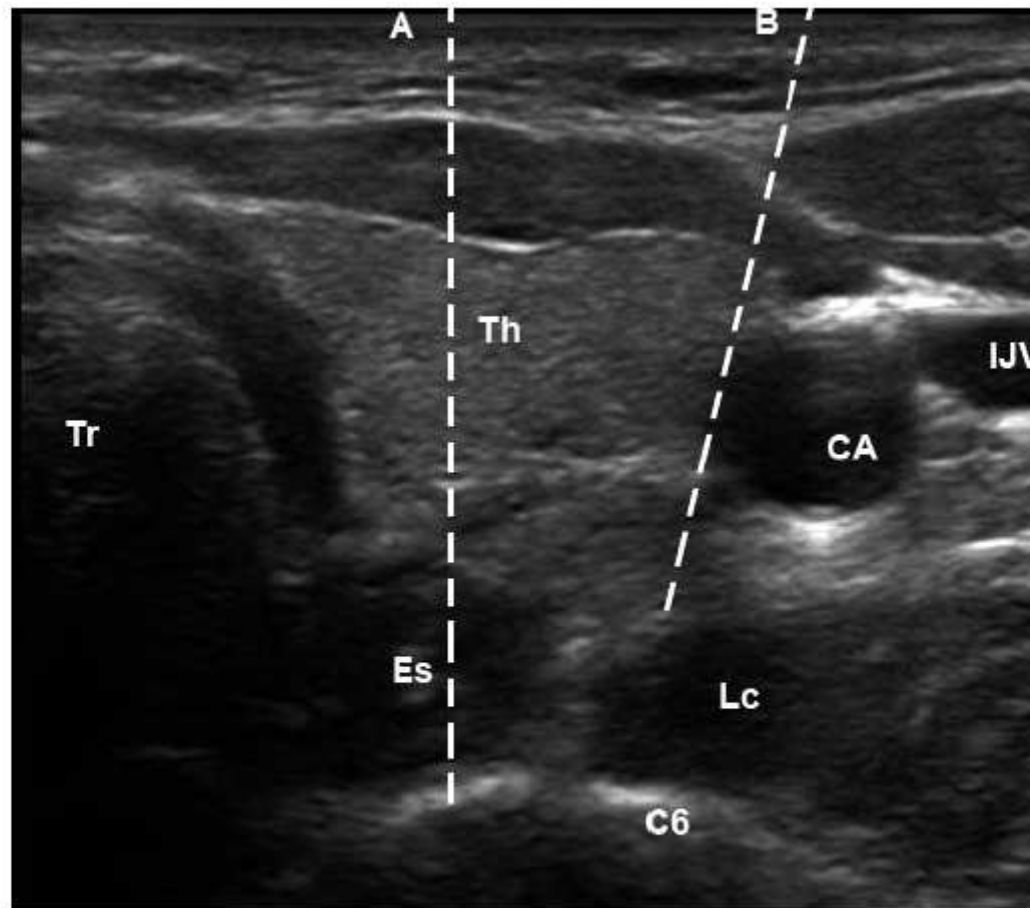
Ultrasound imaging of the left stellate ganglion. A: the needle path with the anterior paratracheal approach. B: the needle path with ultrasound guidance. Tr: trachea, Es: esophagus, Th: thyroid, Lc: longus coli muscle, CA: carotid artery, IJV: internal jugular vein. Reprinted with permission from the Cleveland Clinic Foundation.*
